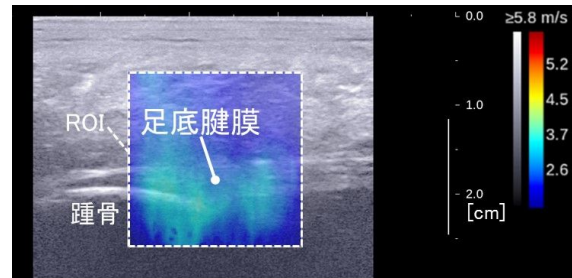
踵骨付着部周辺の足底腱膜の超音波エラストグラフィ画像
